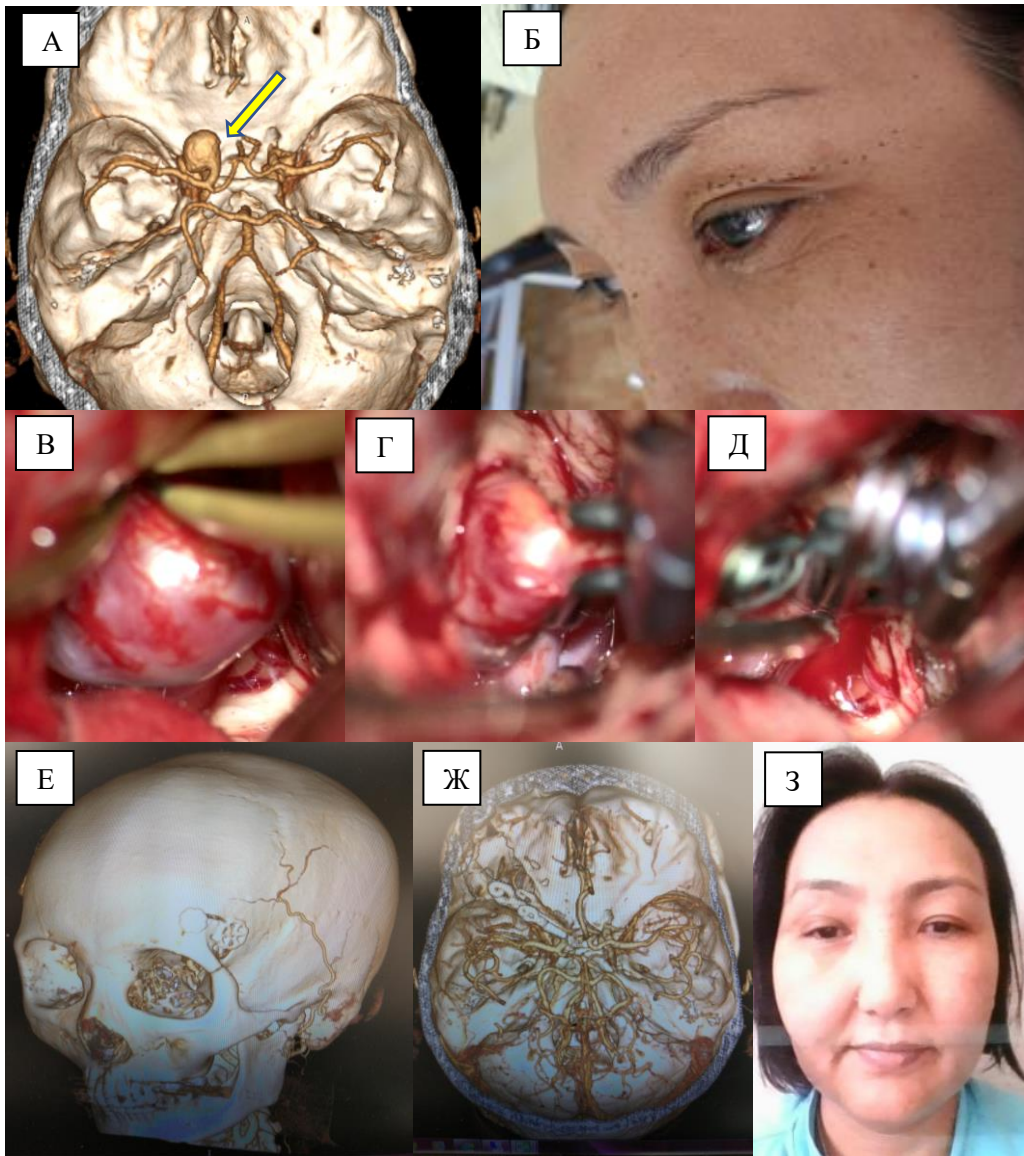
Клинический пример клипирования аневризмы левой ВСА (И/б №88103/18). А – КТ-ангиография до операции, аневризма левой ВСА (стрелка). Б — Маркировка кожного разреза. В – интраоперационное фото, этап выделения аневризмы. Г – наложение клипсы. Д – дальнейшие этапы клипирования. Е – КТ с 3D-реконструкцией, передне-латеральная проекция. Ж – КТ-ангиография, послеоперационный контроль, аневризма не контрастируется. З – косметический исход, фотография пациентки через 4 месяца после операции. Пациентка дала письменное согласие на публикацию фотографии в материалах исследования.
